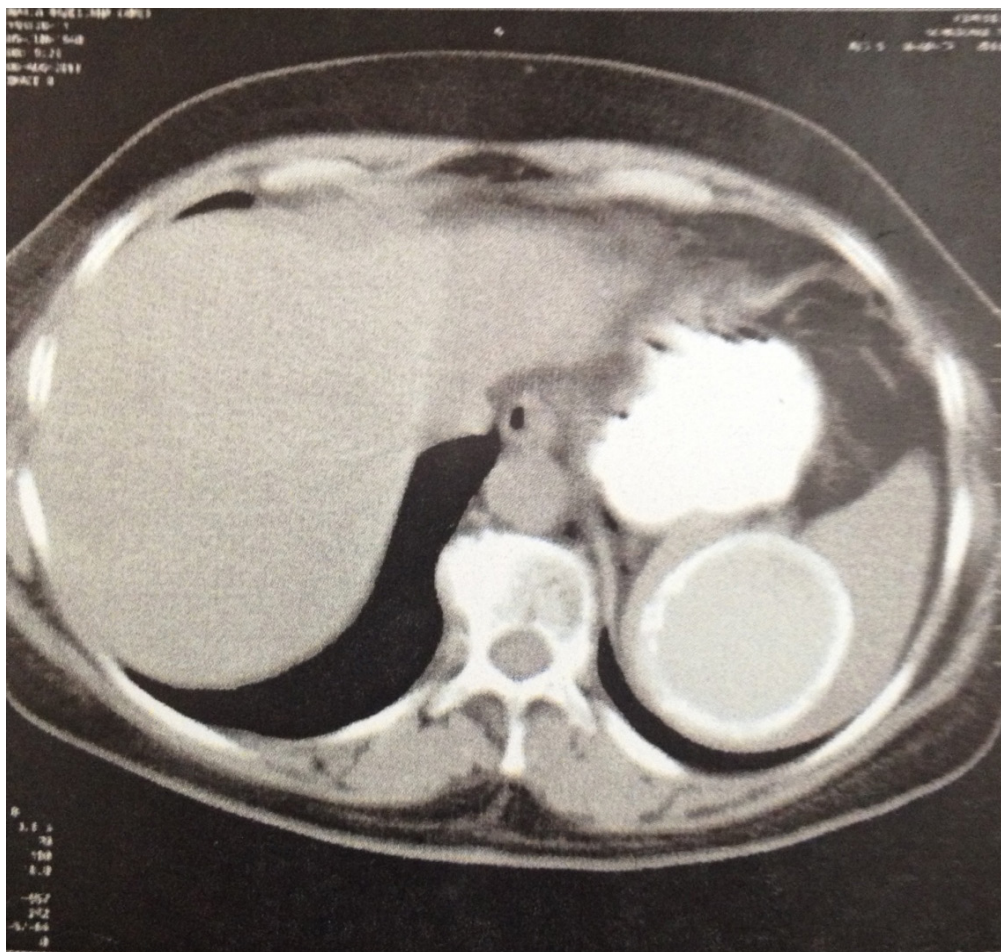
Tomografia computadorizada do abdome superior com contraste oral e venoso mostrando a lesão no baço de aspecto cístico.
